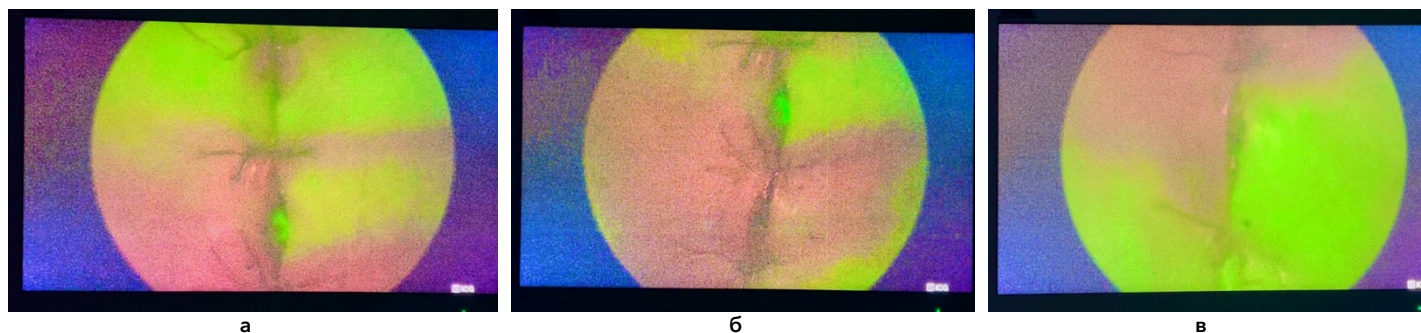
Интраоперационная оценка зон нарушения перфузии кожи с использованием ICG: а - проксимальная область шва; б - центральная область шва; в - дистальная область шва
